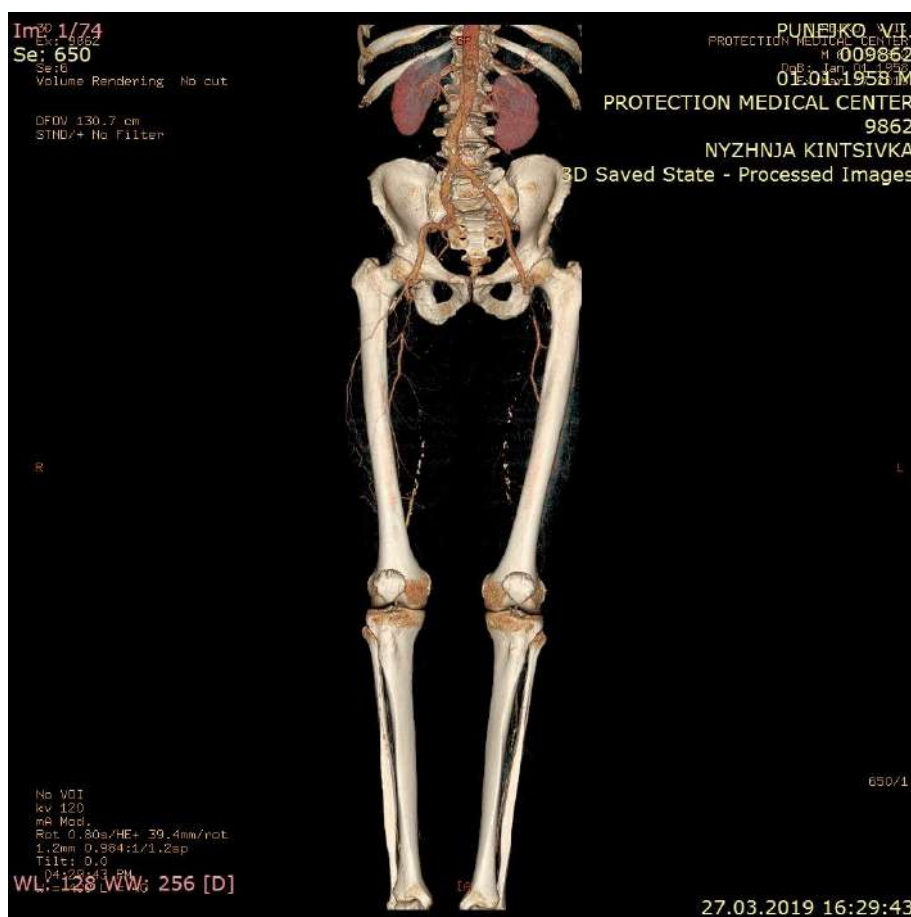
МСКТ аорти та артерій нижніх кінцівок з внутрішньовенним контрастуванням. Стегновий сегмент: оклюзія гирла ГАС справа та ПАС на протязі з обох сторін. Колатеральна система ГАС добре розвинута.
